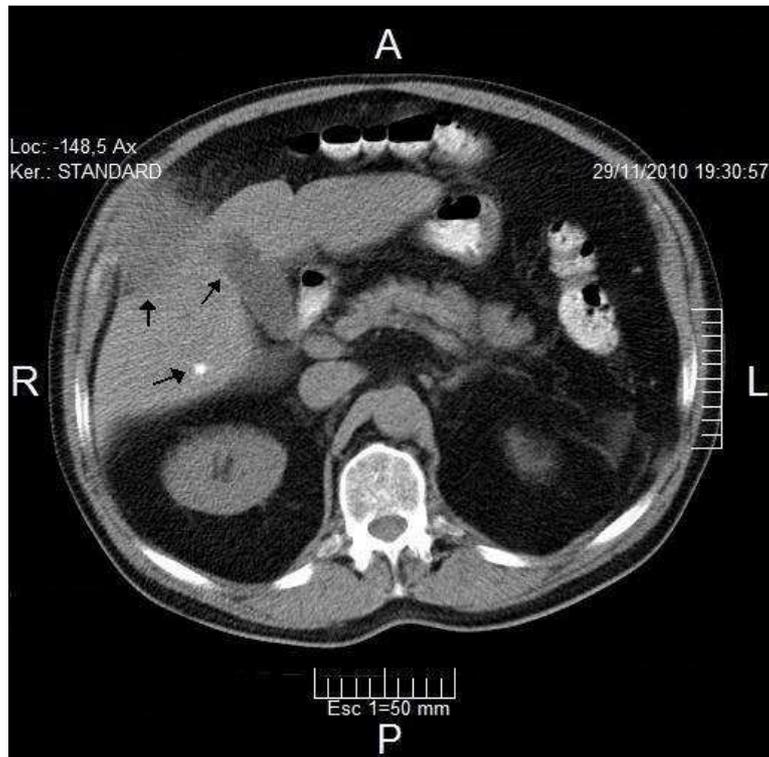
Tomografía axial computada de la zona abdominal de un paciente con brucelosis. Las flechas muestran una masa calcificada y un absceso en el lóbulo derecho del hígado.
